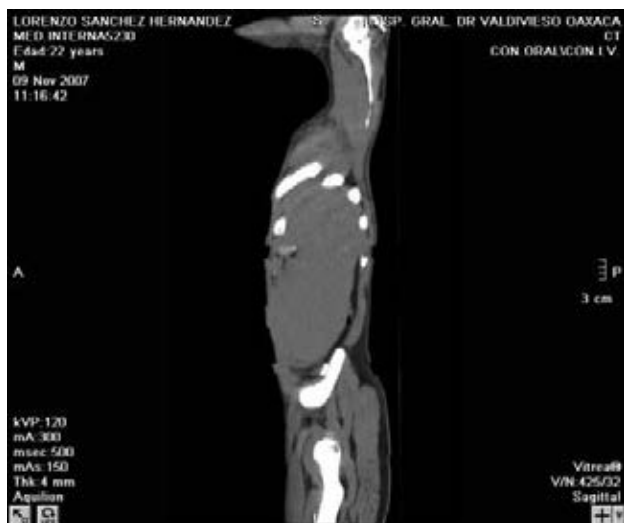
TAC de corte lateral, con gran esplenomegalia.
